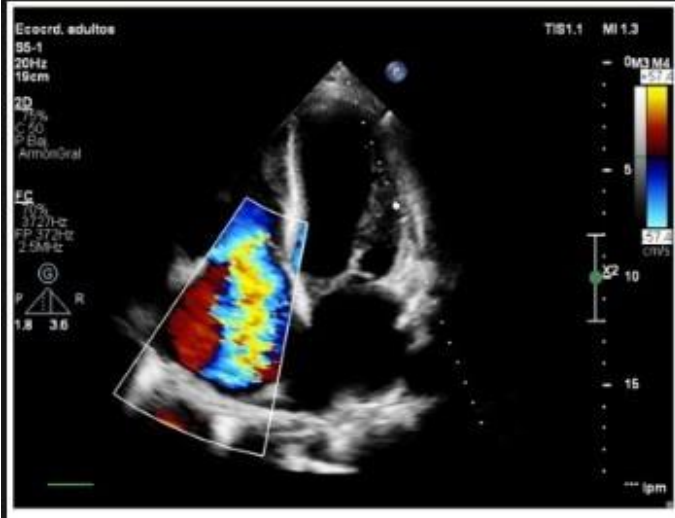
Apical, 4 cámaras. Se visualiza flujo Doppler Color de regurgitación tricúspide que alcanza el techo de la AD, ocupando más del 50 % de su área, con efecto 'Coanda'. Se aprecia una VC > 0.7 cm.
